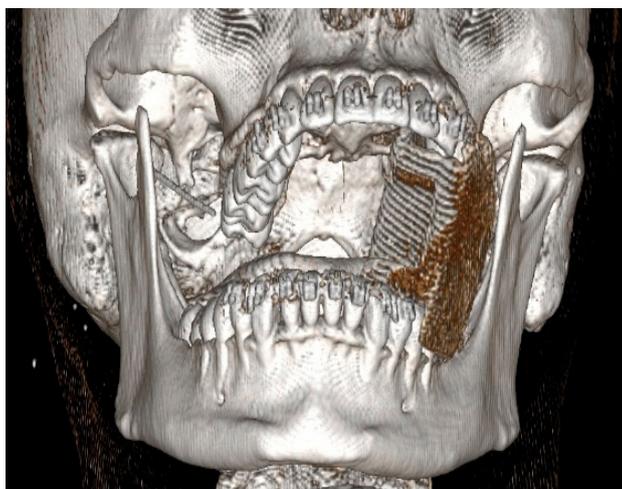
Reconstrucción volumétrica. TC inicial.
